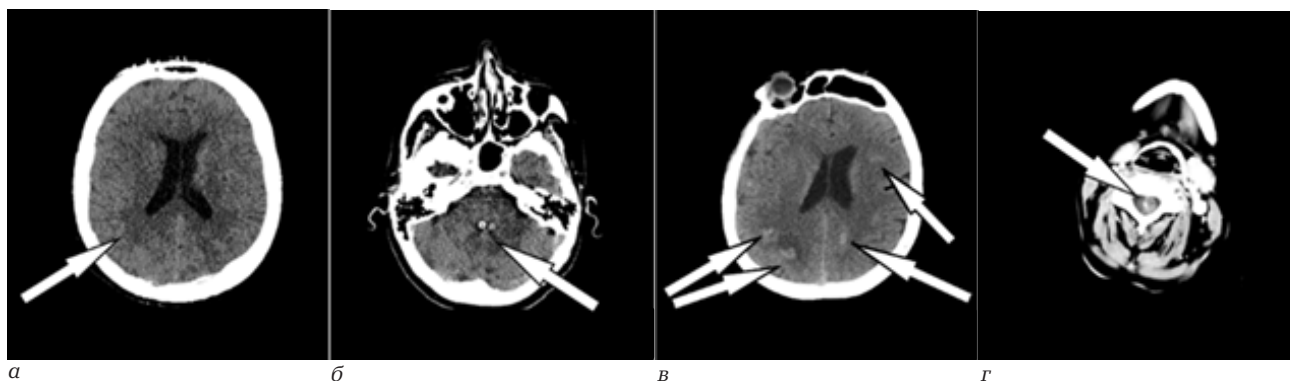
КТ головного мозга на 3-и сутки заболевания. Белыми стрелками указаны выявленные очаги поражения головного мозга в области правой теменной доли и IV желудочка (а, б); КТ головного мозга и спинного мозга на шейном уровне с внутривенным контрастированием на 4-е сутки заболевания (в, г). Белыми стрелками указаны выявленные очаги поражения в головном и спинном мозге, накапливающие контрастное вещество
